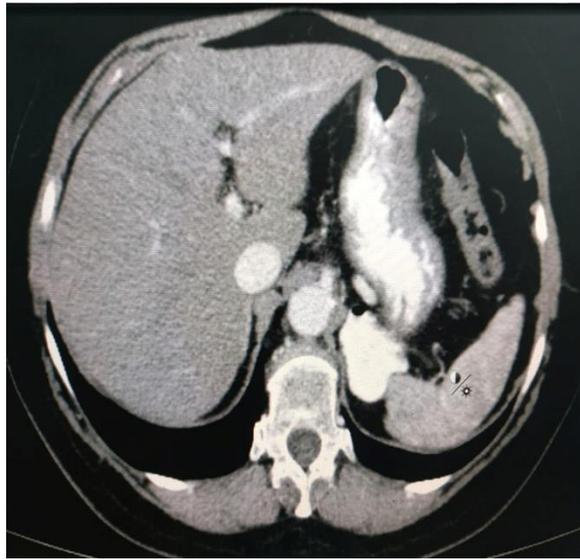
TAC de abdomen con contraste VO y EV. Se observa imagen hiperdensa con refuerzo de contraste que presenta continuidad con el lumen gástrico con pequeña burbuja en su interior.
